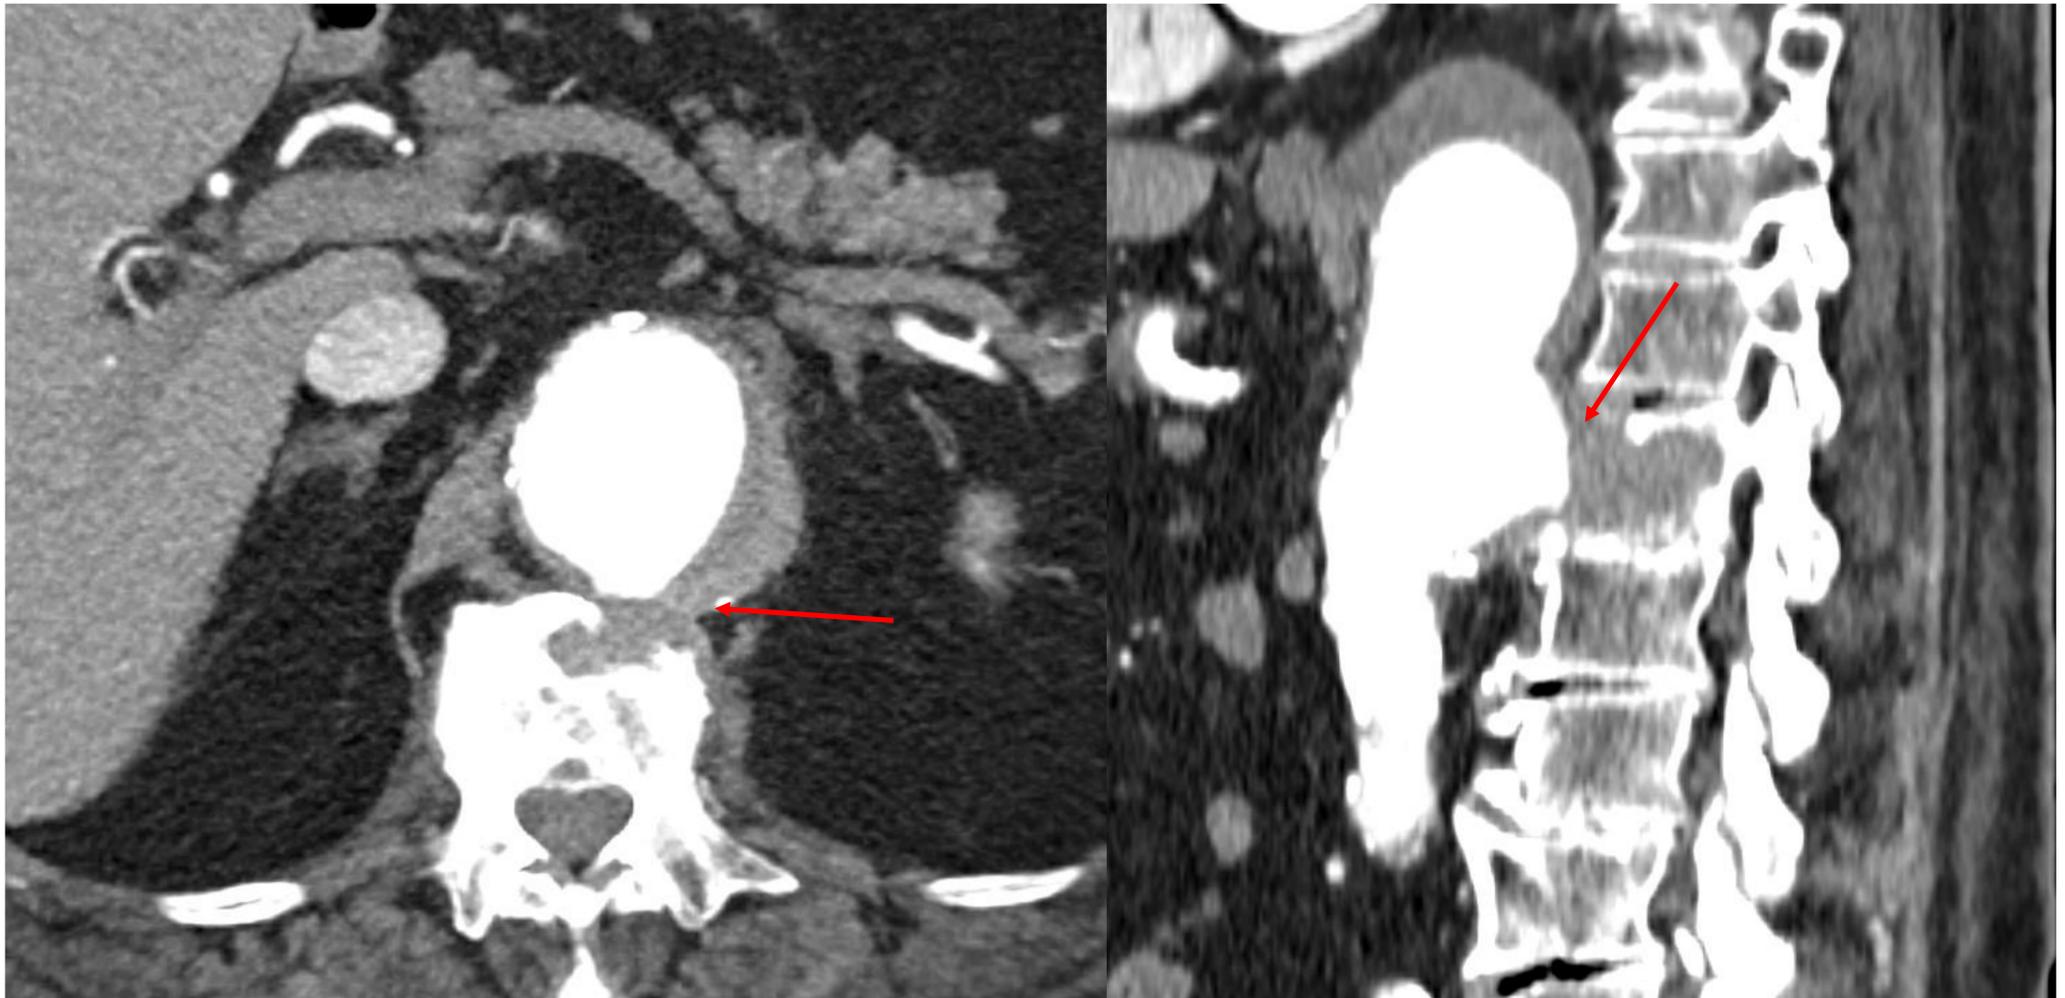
(TC abd con cte): AAA con signos de rotura. Semiluna hiperdensa, trombo con mayor atenuación que músculo psoas.
